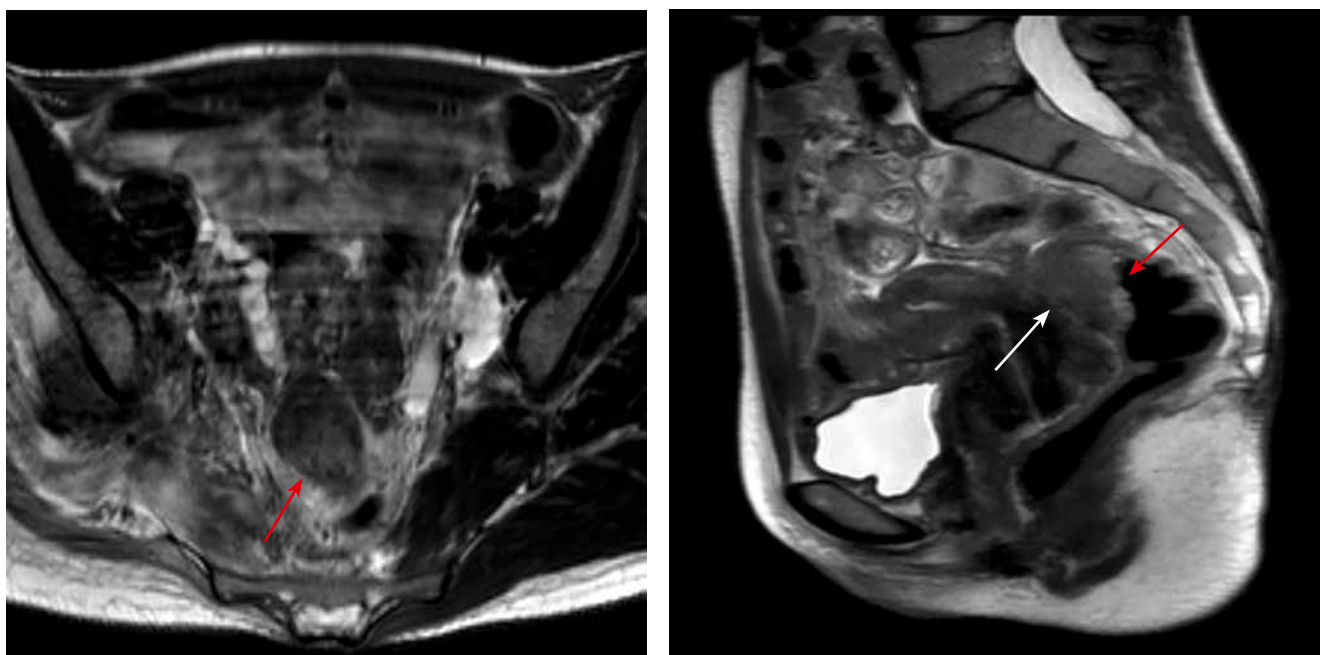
Пациентка В., болевой синдром 10 по шкале ВАШ, при контрольном обследовании 7 по шкале ВАШ. На представленных МР-томограммах Т2-ВИ визуализируется эндометриоз прямой кишки (белая стрелка) с признаками глубокой инвазии стенки с наличием внутрипросветного компонента (красная стрелка)
